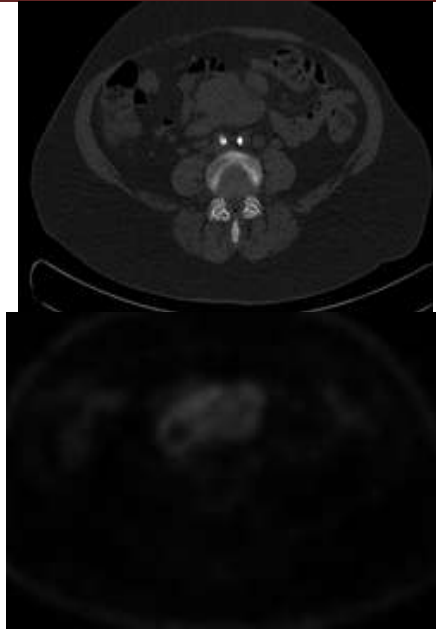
Conglomerado adenopático mesentérico de 6 cm con captación en PET.
